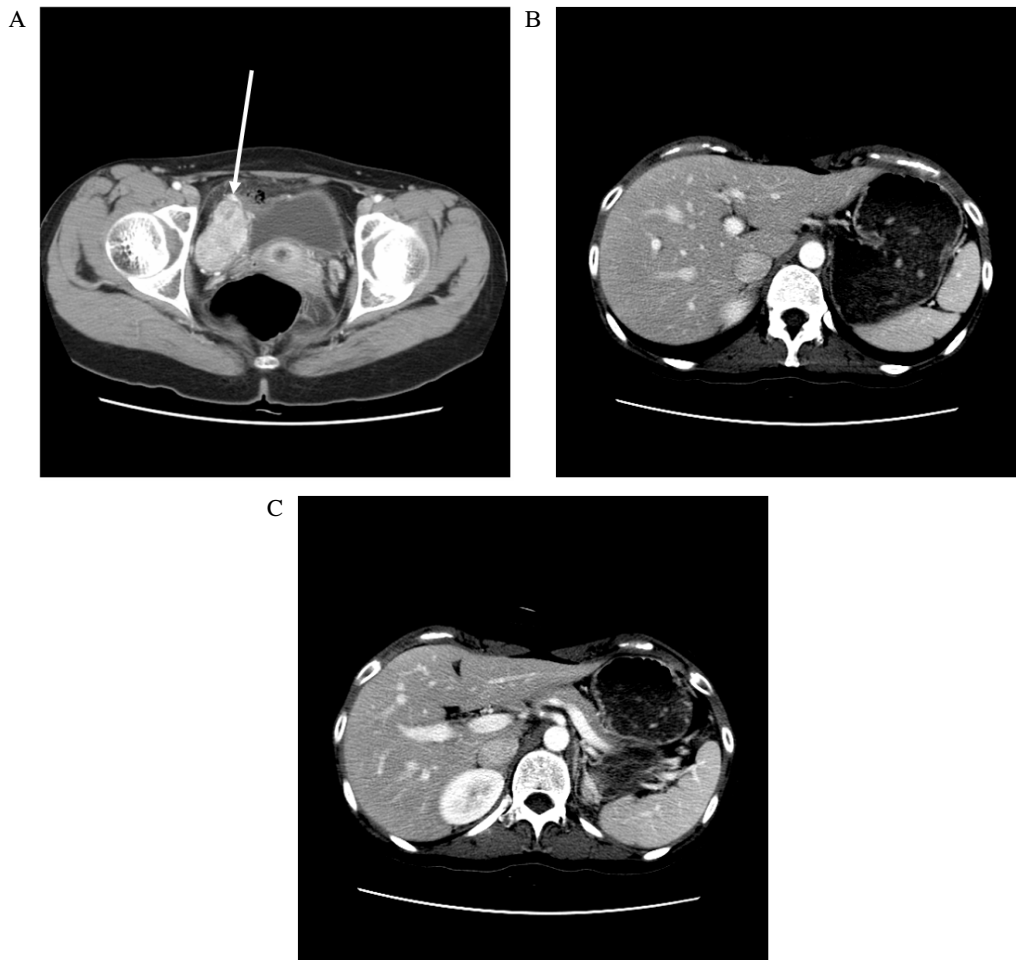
Computed tomography showed a 4.9×3.4 cm sized hypervascular mass lesion abutting with right side of bladder wall in pelvic cavity (A). No focal mass lesion is seen in both adrenal glands (B, C).
